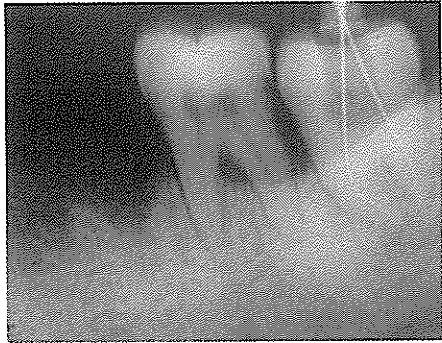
치근단 방사선사진에서 하악 좌측 제1대구치 발치 침부위의 골소주 형태와 치유상태가 잘 관찰된다. 그러나 발치상 하방부위 하악관은 관찰되지 않는다.
